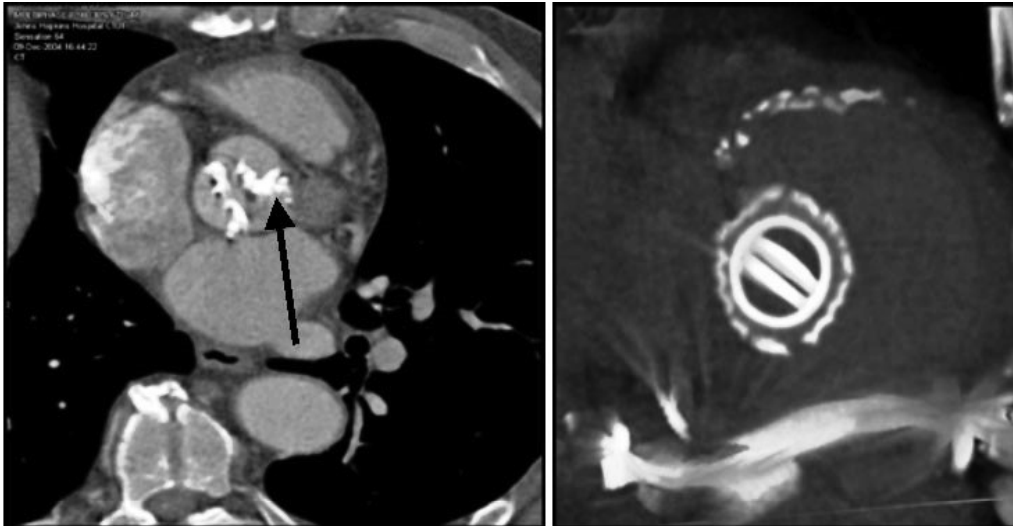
МРТ серця до і після протезування АК штучним клапаном серця St Jude.
